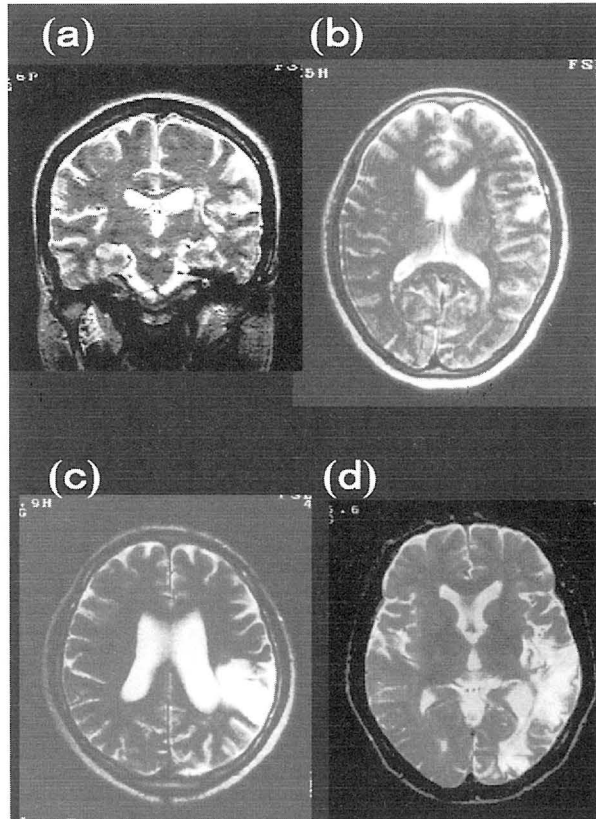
個体内の可塑性—頭部 MRI 画像。いずれも向かって右が左半球
